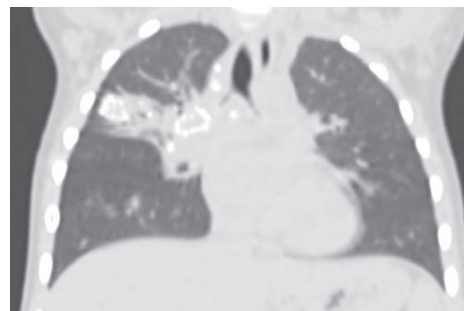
Компьютерная томография грудной клетки мальчика Л., два года (первичный туберкулезный комплекс)
